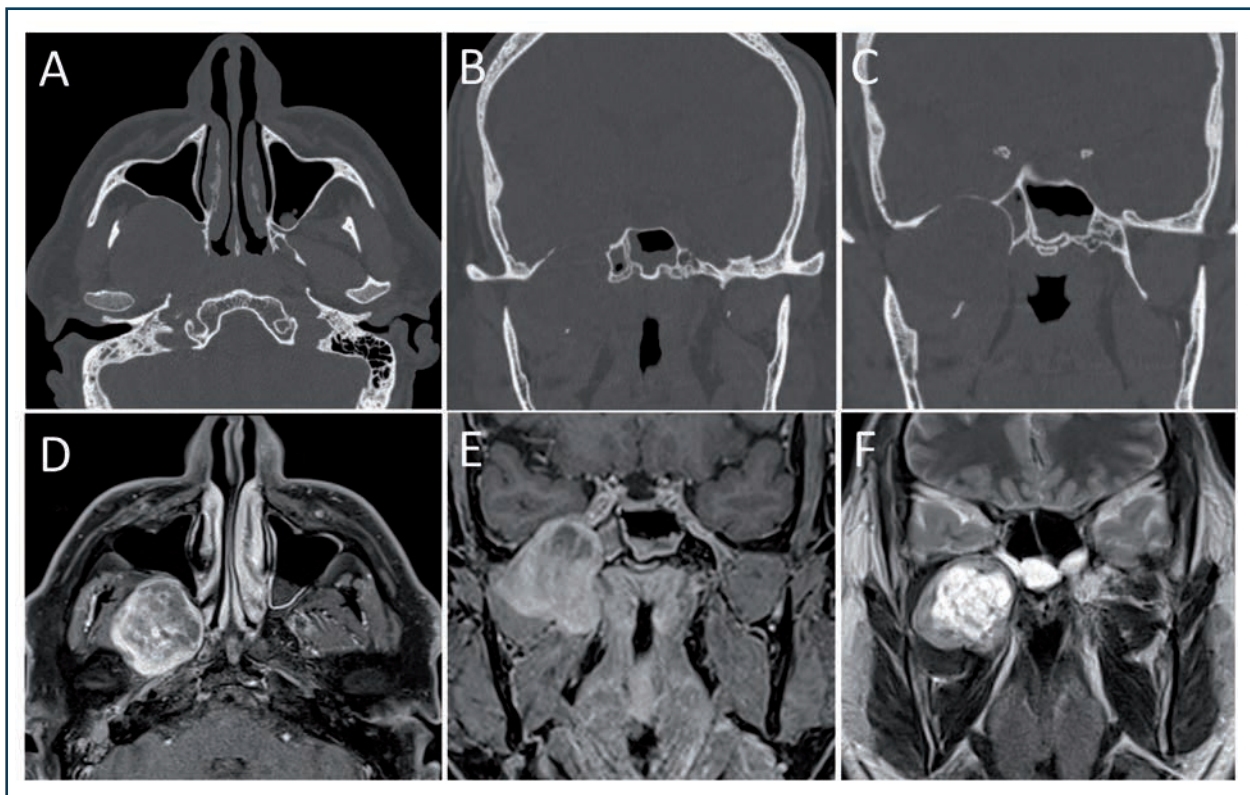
Schwannome du nerf trijumeau. Scanner (A,B,C) et IRM séquences T1 FatSat injectées (D,E) et T2 (F). Masse tumorale, bien limitée, centrée sur la fosse infra-temporale, présentant un rehaussement hétérogène (D,E) et kystique (F). Le scanner permet d'identifier l'élargissement du foramen ovale par cette masse développée sur le nerf trijumeau V3.
